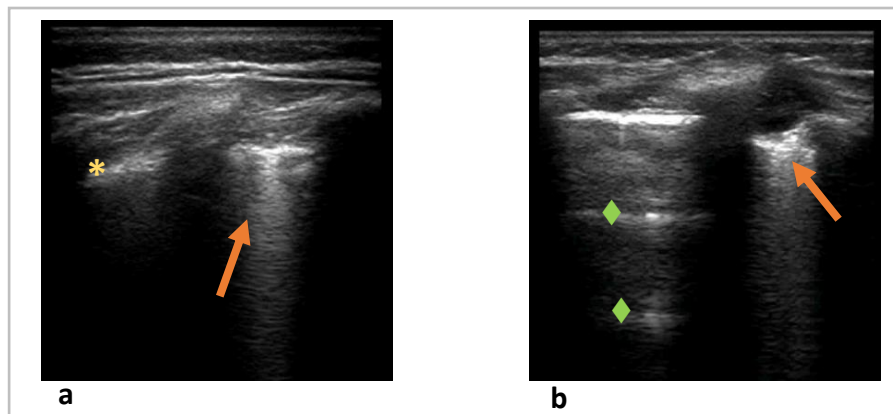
Imágenes de ecografía pulmonar en BA. Imagen a: líneas B (flecha), línea pleural irregular (*). Imagen b: condensación subpleural (flecha), líneas A en zona con parénquima pulmonar normal (◆).
